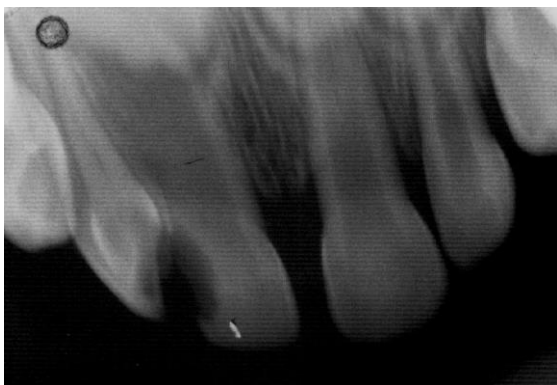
Exame radiográfico oclusal modificado com filme periapical com imagem compatível de fusão dentária dos dentes 51,52 e supranumerário.
